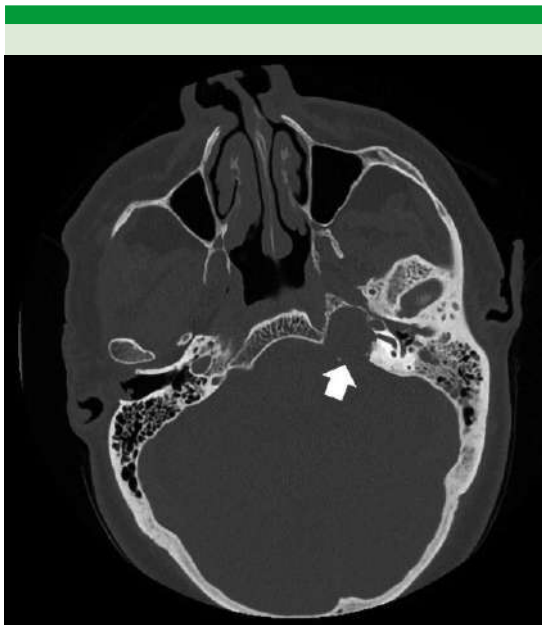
Tomografía computada que evidencia una tumoración en el ápex petroso (flecha blanca) con destrucción ósea y pérdida de neumatización del mastoides.
